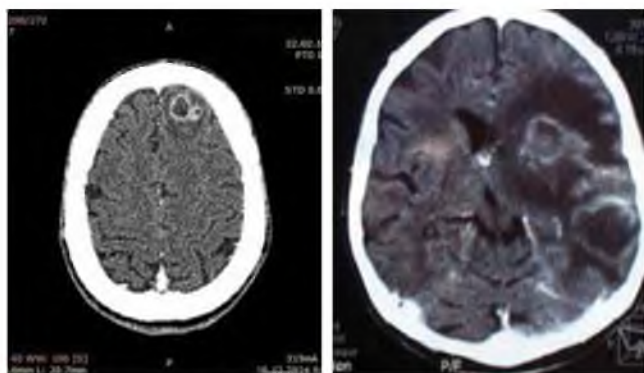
МСКТ головного мозга с контрастированием омнипаком 300 мг/мл – 40,0 пациента У. Многофокусное туберкулезное поражение головного мозга с умеренно выраженным перифокальным отеком
